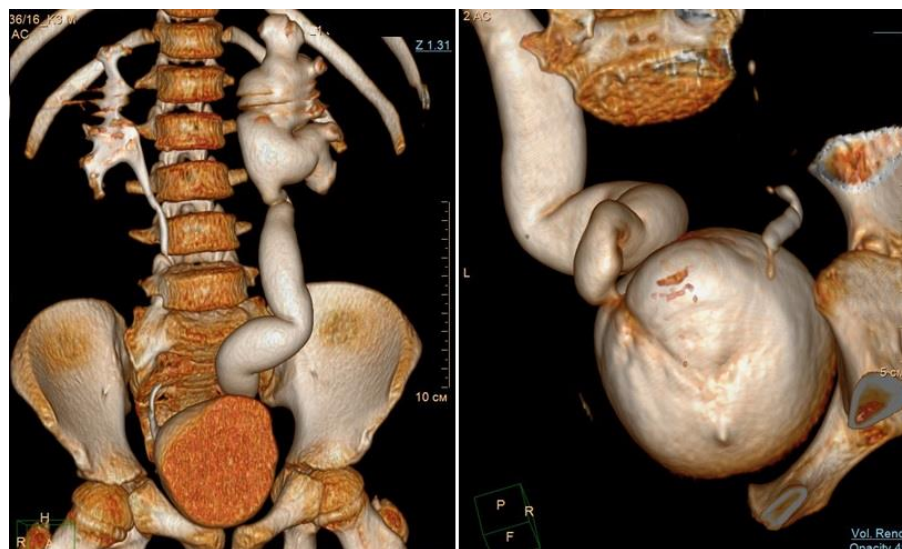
Ребенок К. 6 лет: объемное КТ-изображение мочевых путей. Определяется расширение полостной системы почки и мочеточника слева, в области УВС – сужение до 2,5 мм.
